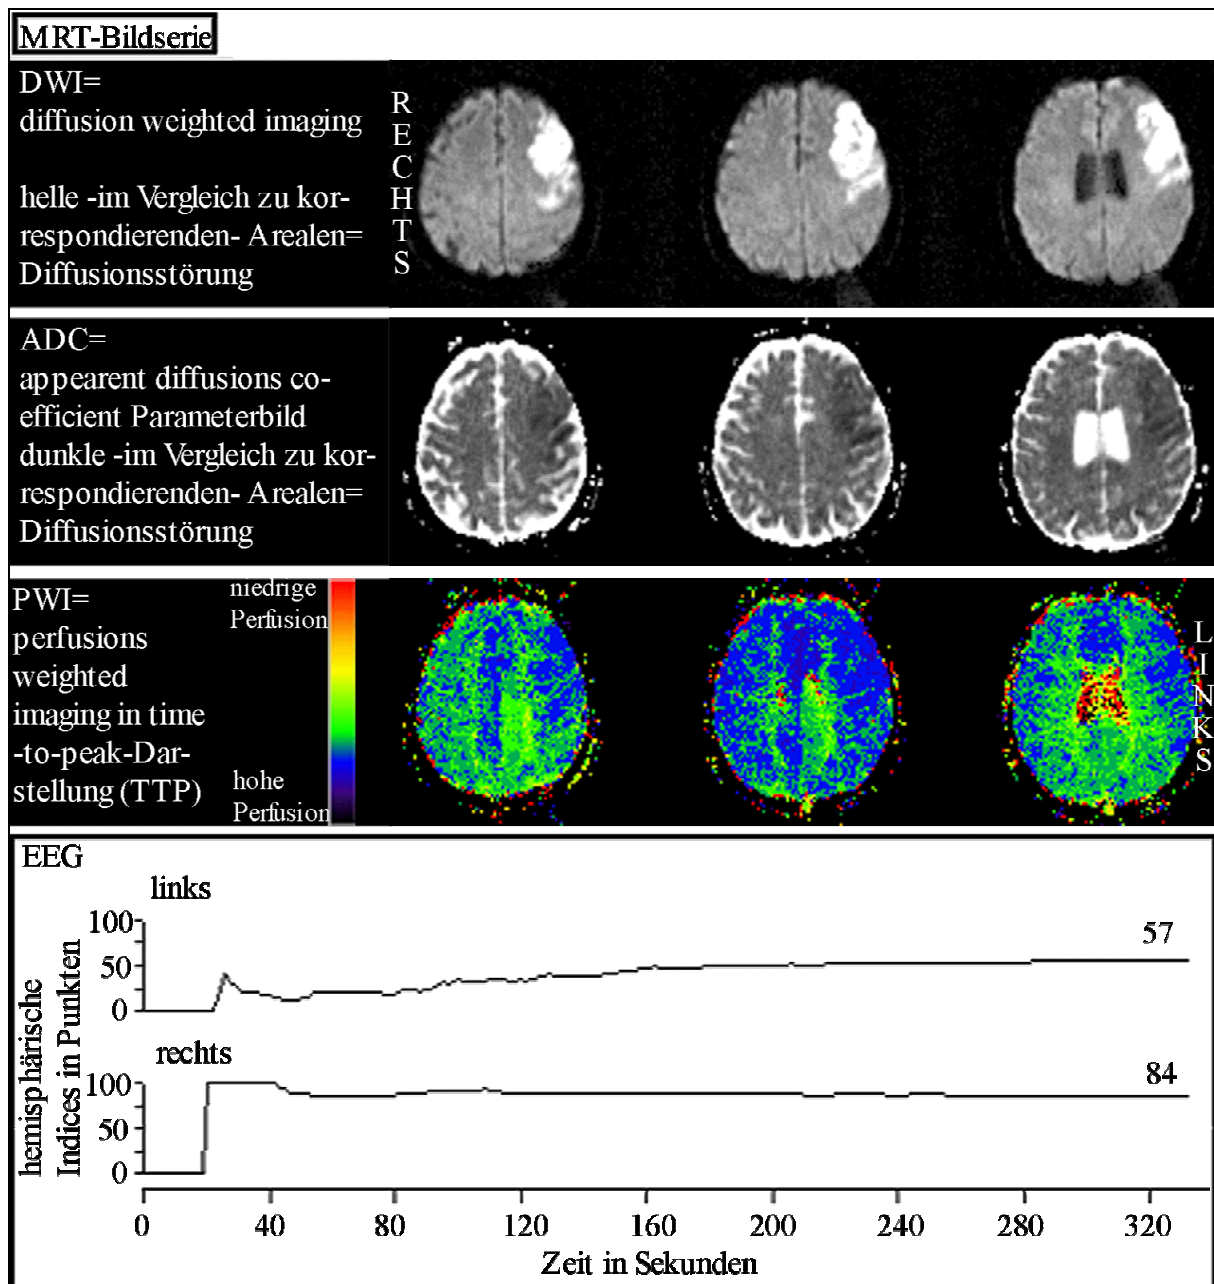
MRT-Bildserien und EEG-Messung eines 60-jährigen Patienten mit: 1. Teilinsult im Stromgebiet der linken Arteria cerebri media bei Dissektion der linken Arteria carotis interna 2. Zustand nach kombinierter systemischer Lysetherapie (Medikamente: rtPA und Tirofiban) 3. Zustand nach notfallmäßiger operativer Rekanalisation der linken Arteria carotis interna (am Tag des Infarkts) 4. Arteriellem Hypertonus 5. Nikotinabusus.
